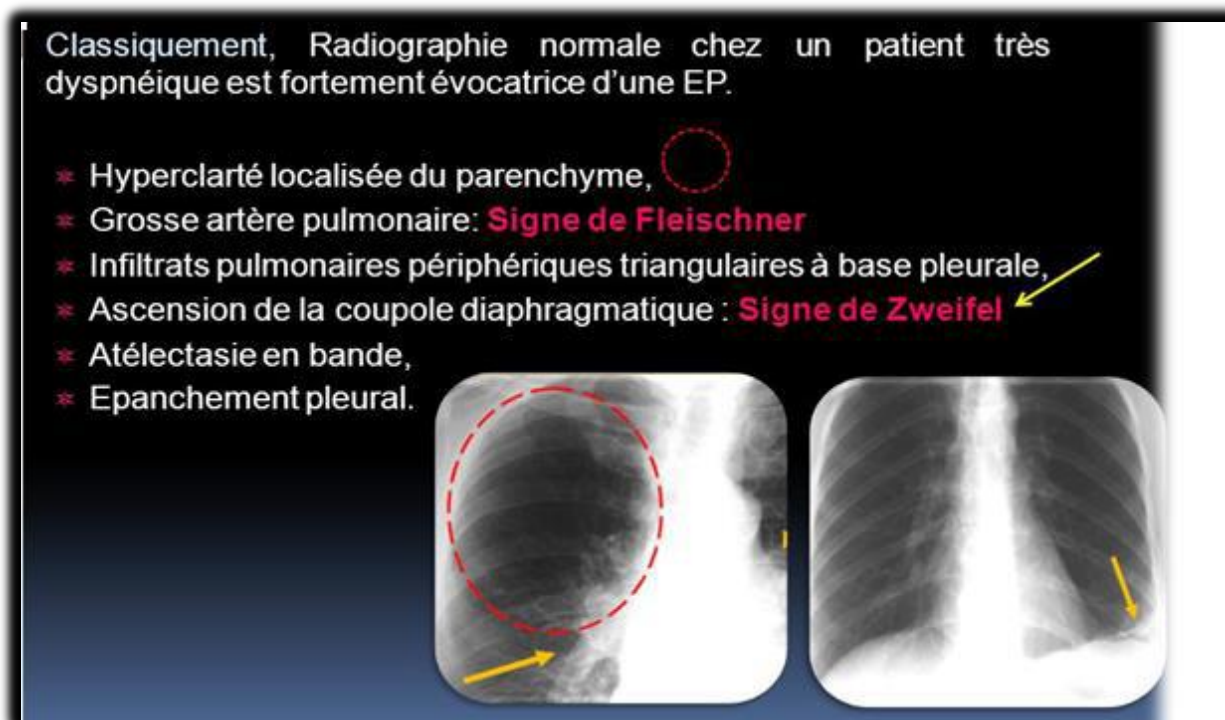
Radiographie thorax montrant les signes de l'embolie pulmonaire [25].
